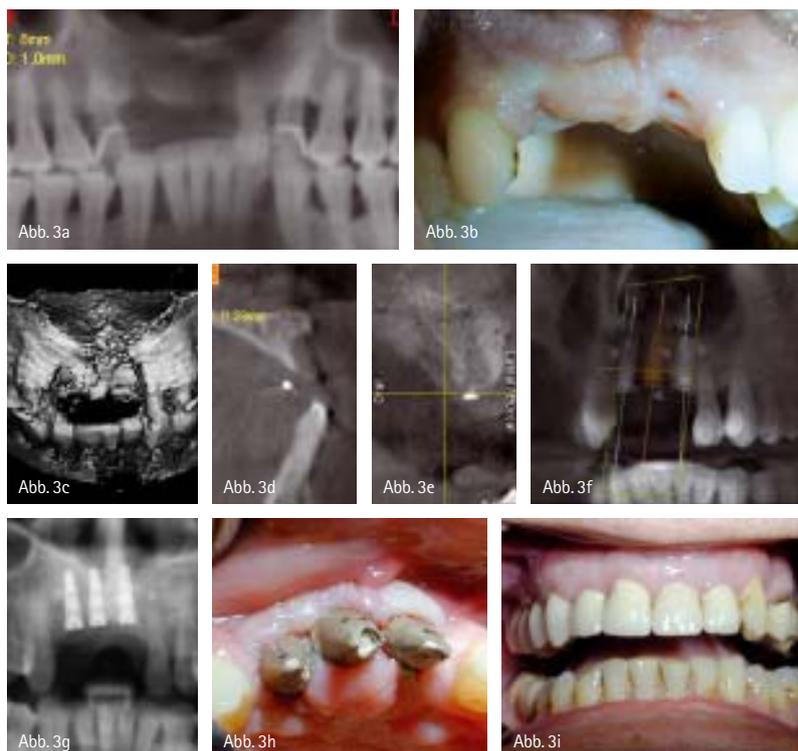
Implantatprothetische Versorgung nach traumatischem Zahnverlust 12–21 mit parodontaler Grunderkrankung: a) 2-D-Panoramiaschicht nach Zahnverlust, b) klinischer Aspekt, c) 3-D-Darstellung des Verlustes der bukkalen Lamelle (NewTom/Baujahr 2001), d) Transversalschnitt Regio 11 mit Darstellung des Alveolarkammerverlustes (NewTom), e) Transversalschnitt Regio 11 nach Augmentation (laterale Augmentationsplastik), f) 3-D-Implantatplanung (SICAT), g) 2-D-Röntgenkontrolle nach Implantation (blueSKY, bredent), h) Metallabutments in der Einheilungsphase, i) prothetische Versorgung mit Einzelkronen.
